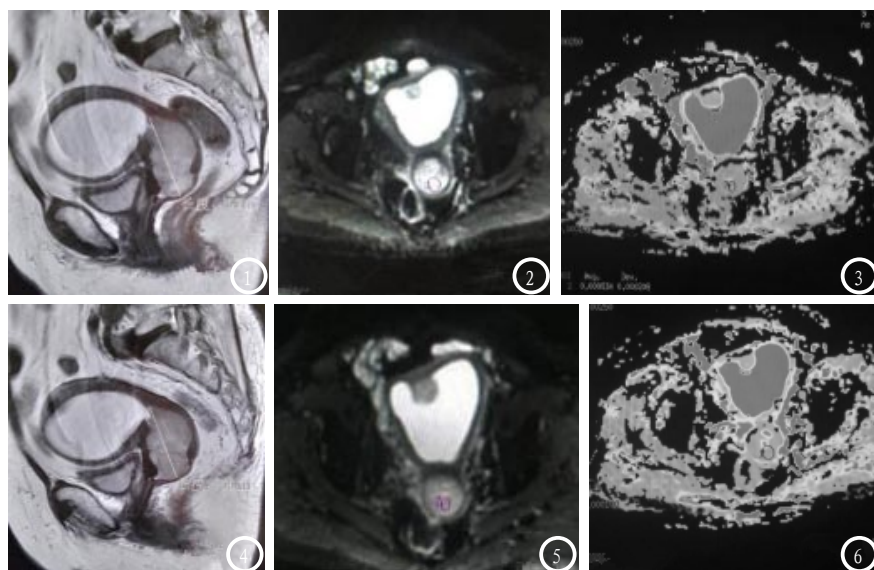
放疗前的T2WI矢状位、DWI、ADC图；图4-6 外照射20GY后的T2矢状位、DWI和ADC图；外照射20GY后肿块的最大径略减小，在DWI上信号减低，而ADC值明显升高。
